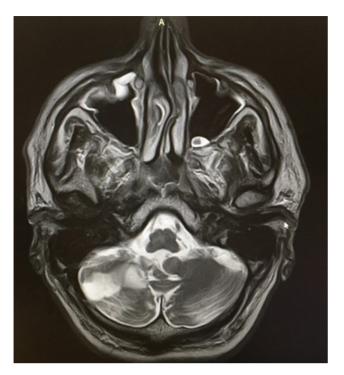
MPT пациента Л. 63 лет: множественные очаги в разных сосудистых бассейнах в режиме FLAIR Fig. 1. MRI of the patient L., 63 years: multiple foci in different vascular pool in the FLAIR mode
